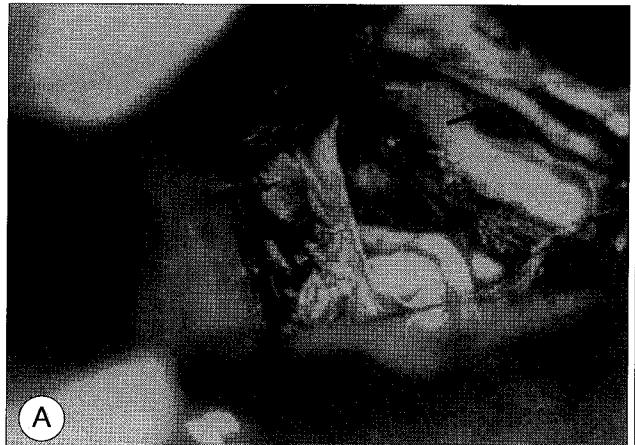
Intraoperative photographs : A : After retraction of temporal lobe, right PCA (arrow), adjacent to the tentorial notch and perimesencephalic vein (arrowhead) were seen (Nidus is not shown in this picture). B : Clipping of perimesencephalic vein following confirmation of no blood flow via using Doppler probe and retraction along the nidus (arrow) with retractor.
